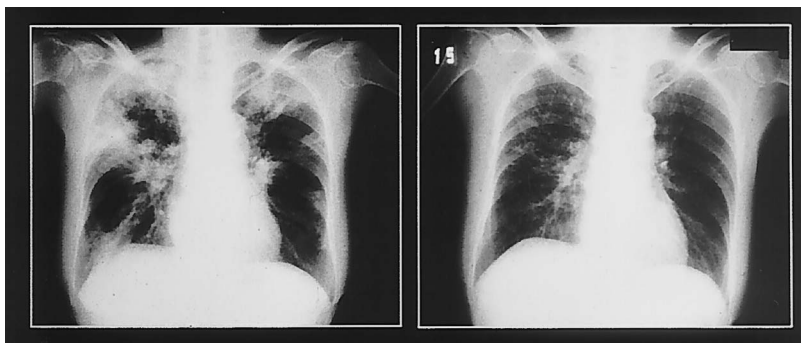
Chest radiography of case no. 5, a 77-year-old woman. The image at left taken October 15, 1998, on admission, and that at right was taken April 13, 1999, at an out-patient clinic 4 months after discharge.
